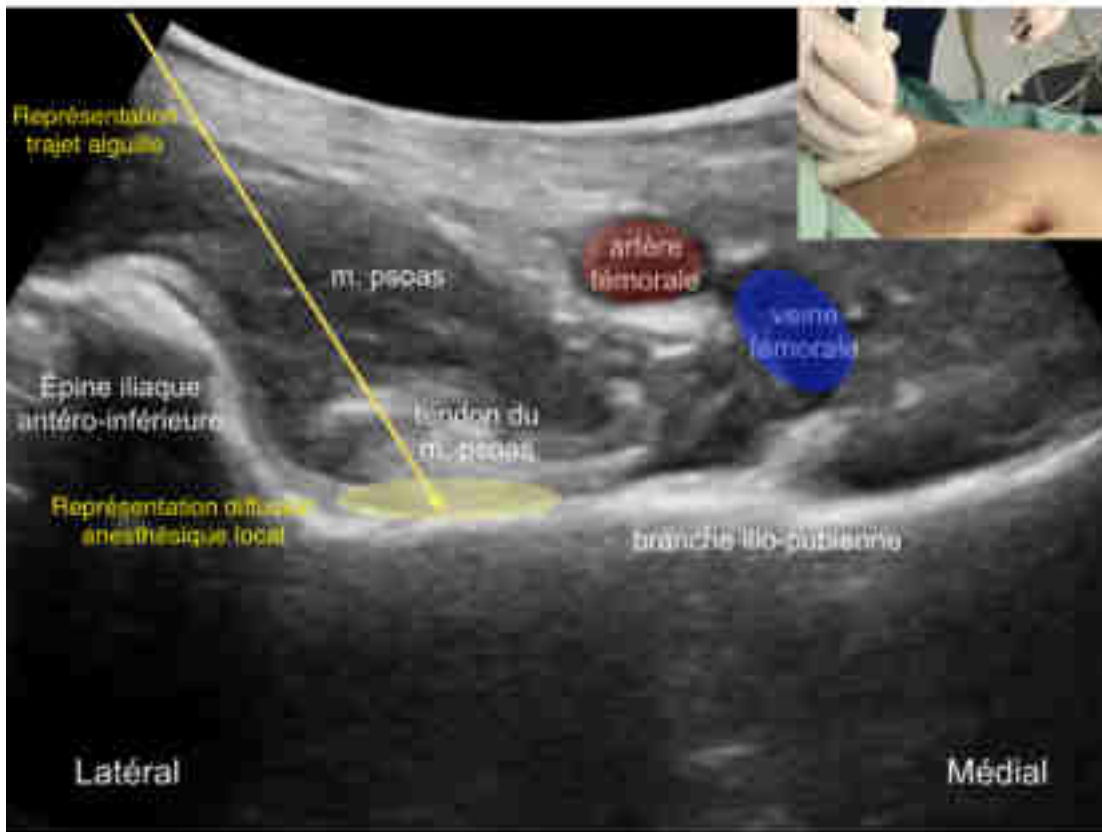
Image ultrasonique représentant la technique de réalisation d'un PENG bloc, par D Benhamou(78)
